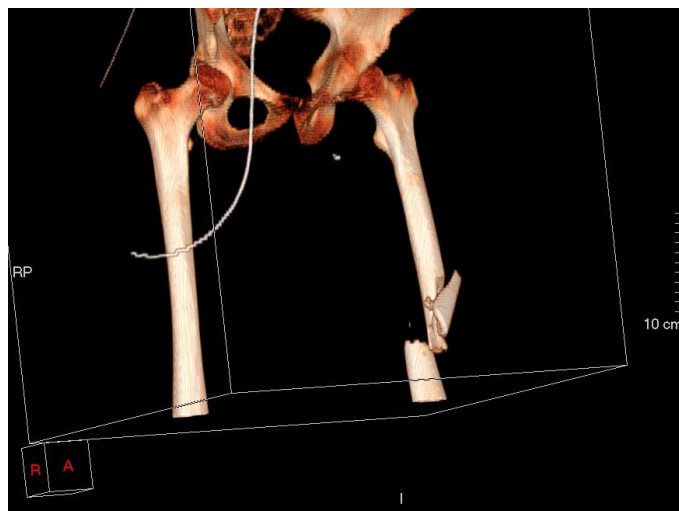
f. CT-3D bilde rekonstruksjon av lårbensbrudd etter trafikkulykke. Foto Fig. 2.14 b-f: Lars Borgen, Vestre viken HF.
